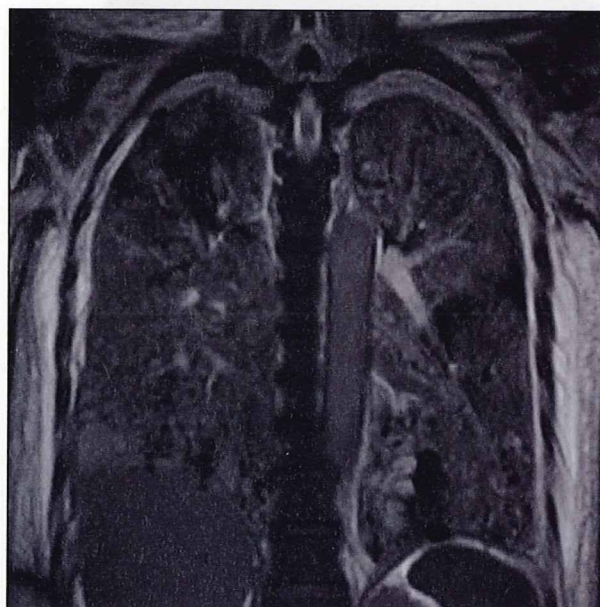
遺体MRI画像（前額断面）。肺野全体に肺炎が疑われる陰影が後半に広がっている。右肺尖の限局性陰影は読み取れる。
